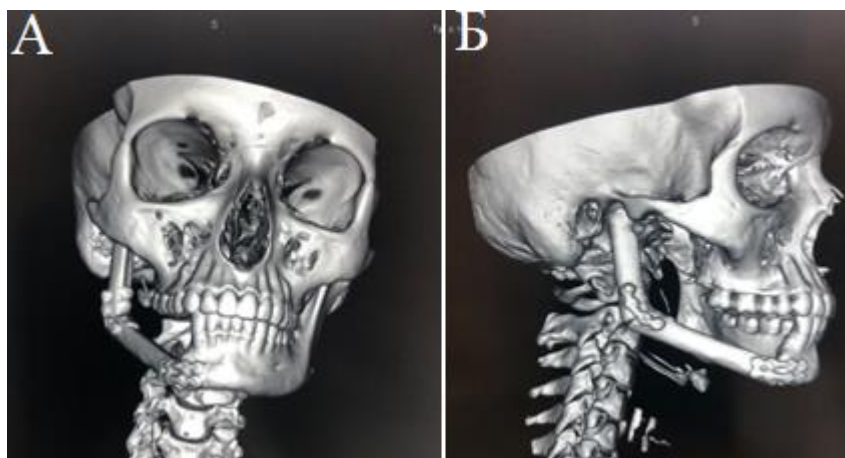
3D визуализация костей лицевого скелета в программном комплексе «Автоплан» на основе данных КТ пациентки Ж., 36 лет через 6 месяцев после устранения дефекта НЧ 1 КС: А – вид спереди, Б – вид справа
